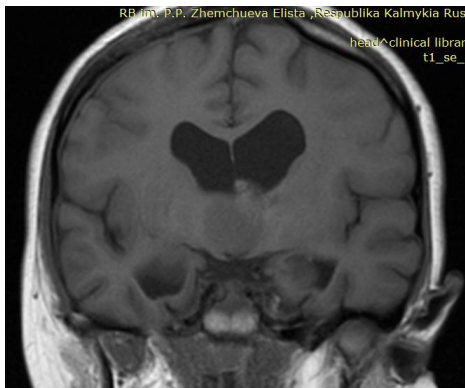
МРТ больной У. до операции (описание в тексте)
